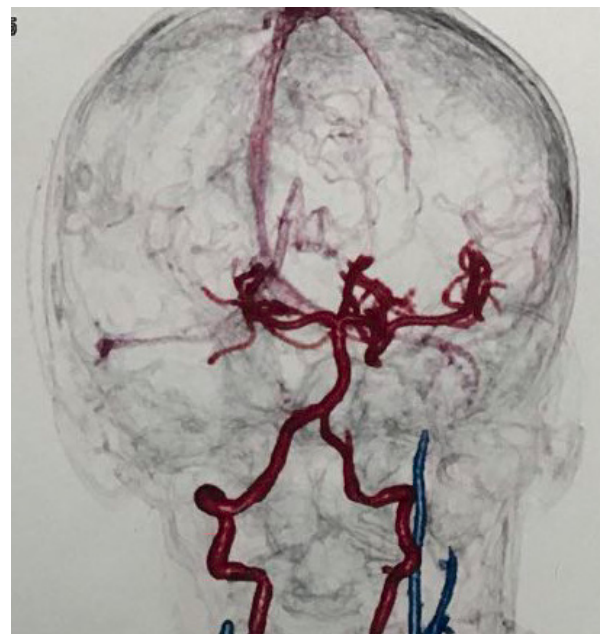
Пацієнт Б. КТ-ангіографія судин голови і ший. Ознаки тромбозу обох кавернозних синусів та обох внутрішніх сонних артерій.
